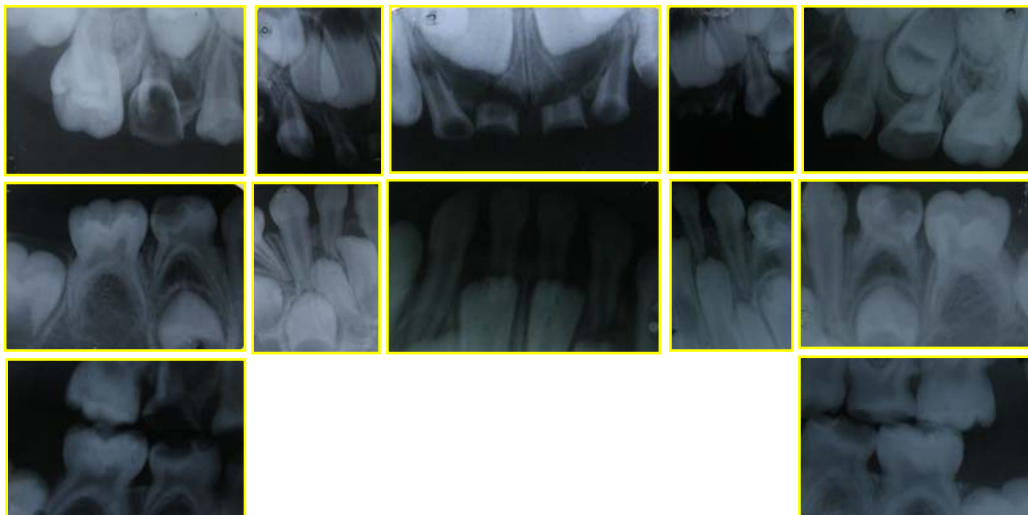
Examen radiográfico: Periapical e interproximal inicial. Obsérvese la extensión de las lesiones de caries y el compromiso pulpar y lesión perirradicular.
